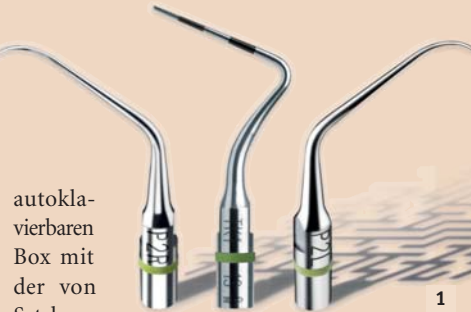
Perio Precision Instrumente P2R, TK1-1S und P2L. – Abb. 2: Klinischer Fall, Dr. E. Normand (FR). P2L nach links ausgerichtet. Behandlung des vorderen Bereichs. – Abb. 3: Klinischer Fall, Dr. E. Normand (FR). P2R nach rechts ausgerichtet. Behandlung des hinteren Bereichs. – Abb. 4: Klinischer Fall, Dr. G. Gagnot (FR). P2R. Beginn der Behandlung eines schweren PAR-Falles an sehr dünnem Zahnfleisch.
